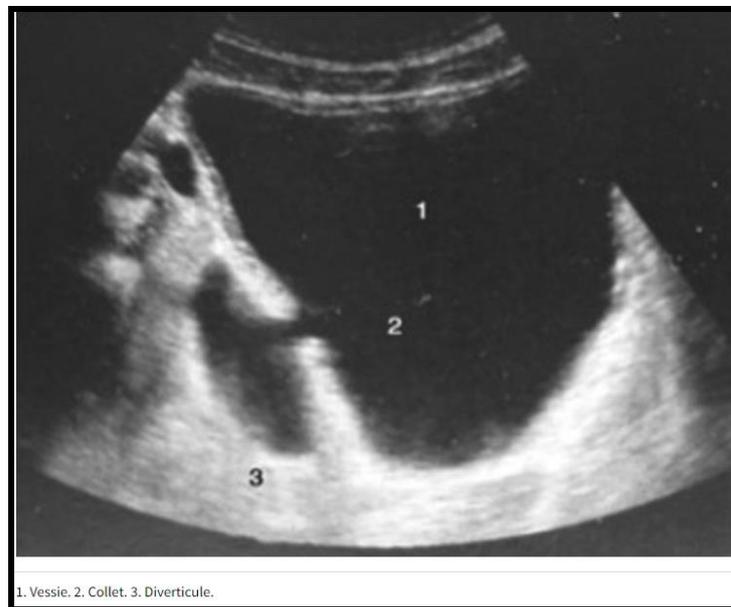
Échographie vésicale avec diverticule vésical.
